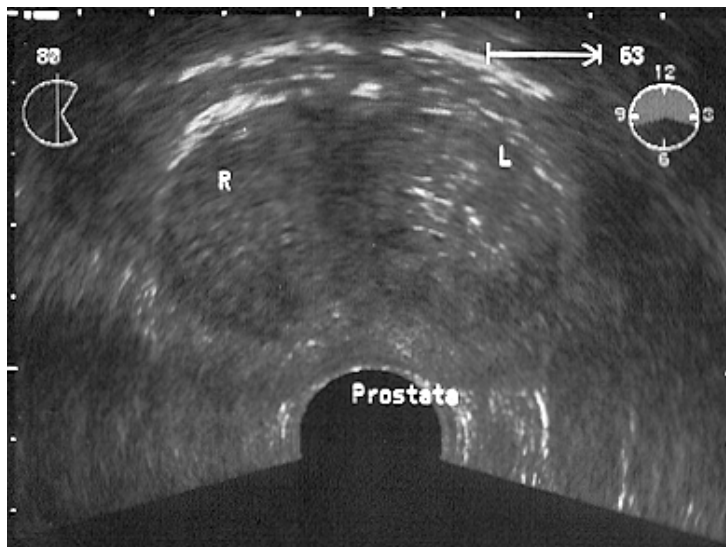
Sonographiebild einer Prostatahyperplasie, auf dem die zonale Gliederung gut erkennbar ist.
